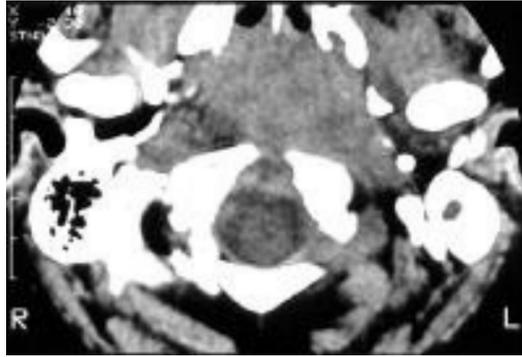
CT Scan aksial nasofaring normal.
